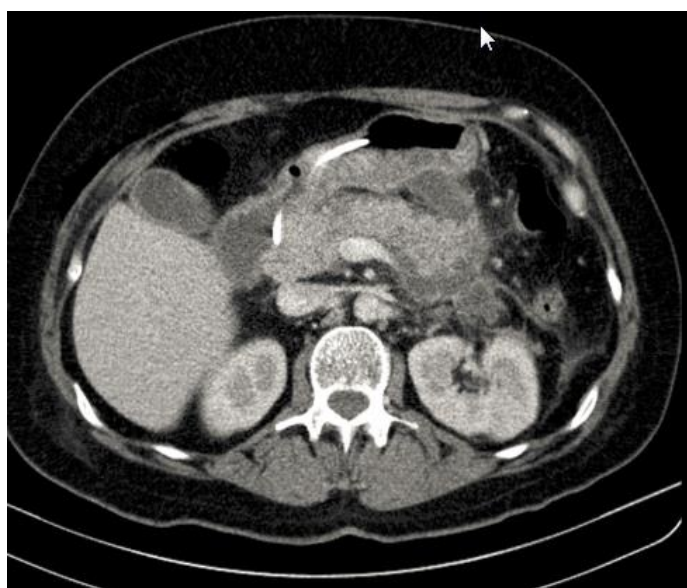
КТ. Панкреонекроз
